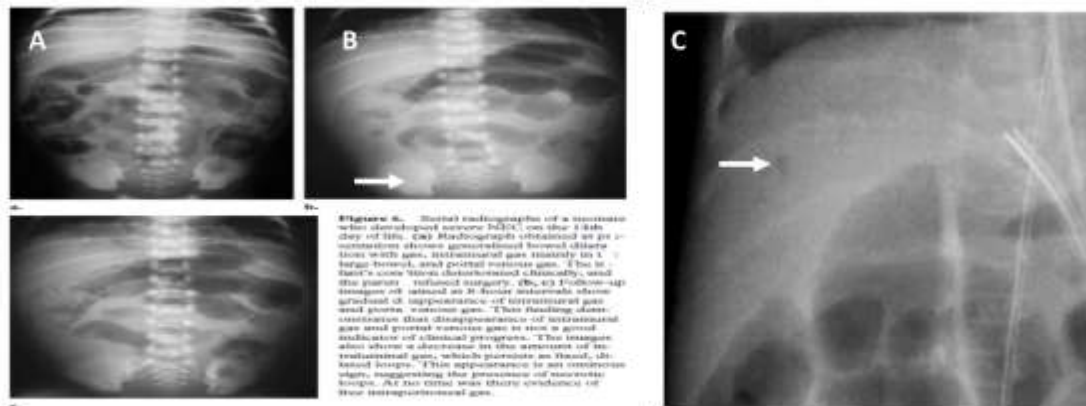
Radiographies d'abdomen sans préparation de face réalisées chez un prématuré présentant une ECUN.
